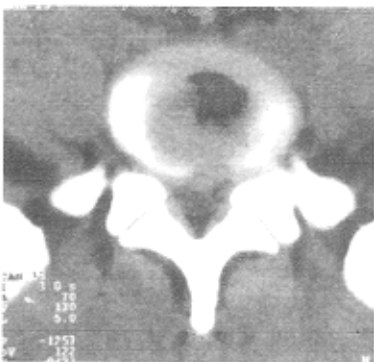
经 CT 导向盘内注射胶原酶后 ,突出间盘明显回纳 ,突出物体积缩小 ,盘内见退变之气体影
